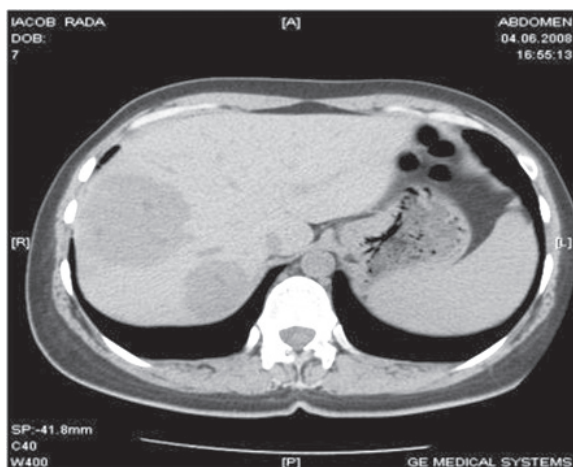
CT de hemangiom hepatic fără cu contrast.
